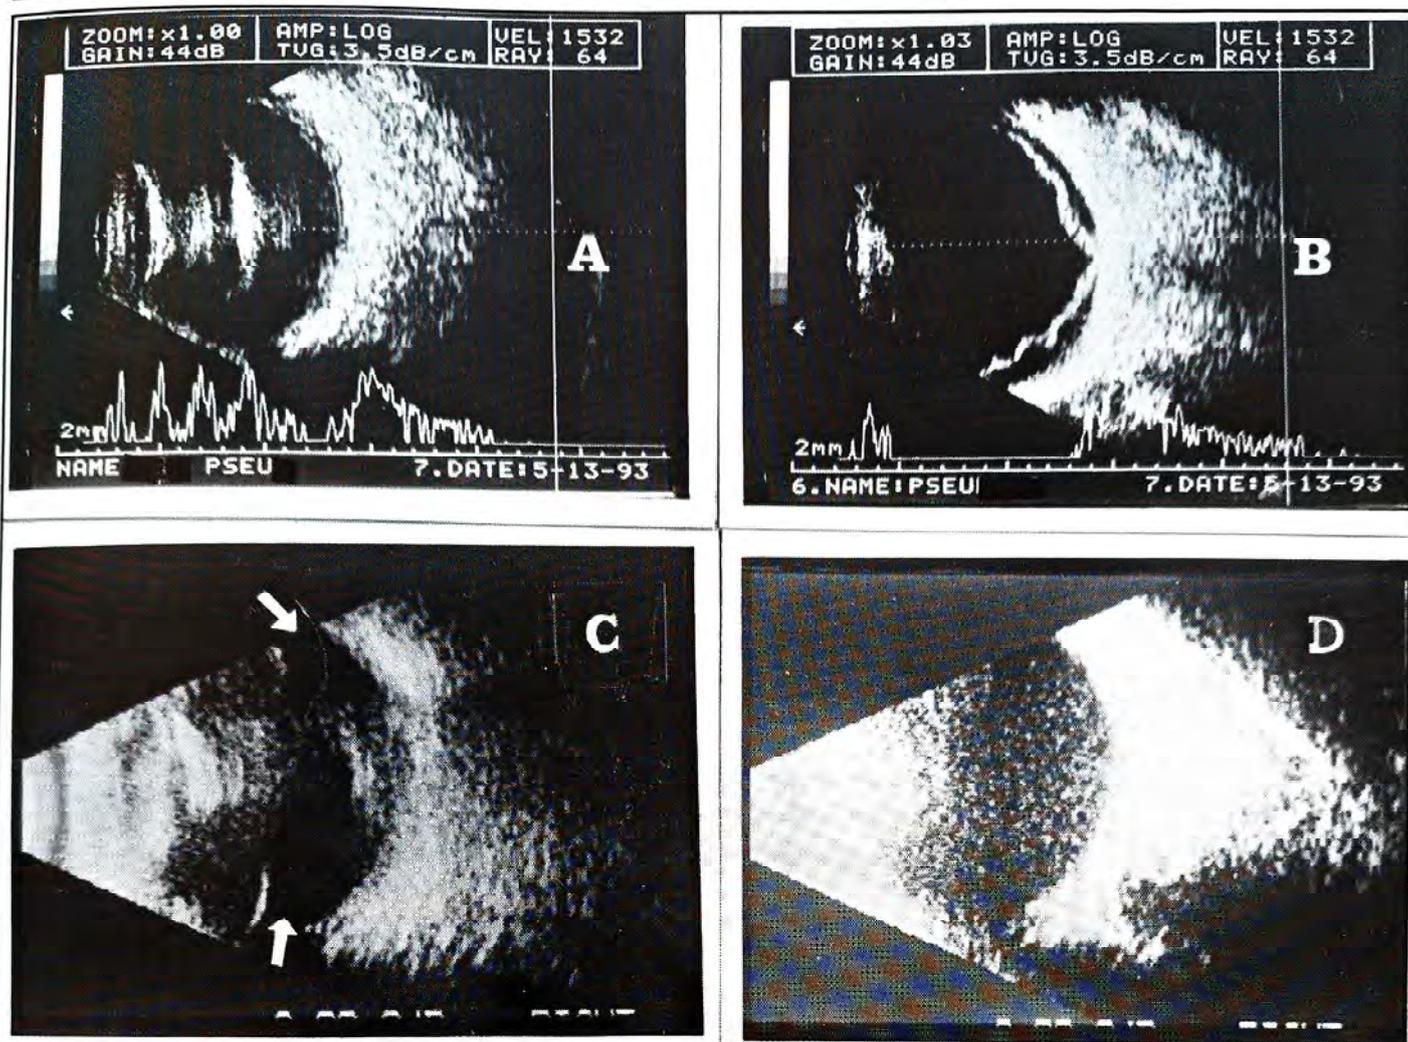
Artefatos causando subtração de imagens. Figura 3-A, paciente com descolamento total da retina; aspecto da imagem ultra-sonográfica sob influência da LIO. Imagem do mesmo paciente sem interferência dos artefatos da LIO, figura 3-B. Na figura 3-C paciente com endoftalmite e ultra-sonografia feita através da LIO mostrando vítreo claro em algumas regiões (setas). Na figura 3-D sem interferência da LIO, vê-se o real aspecto do vítreo com opacidades generalizadas.
